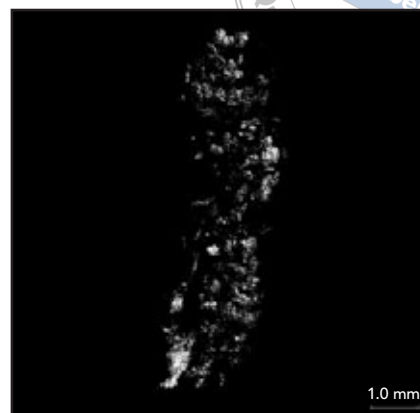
und 7b Mikro-CT-Darstellung des Biopsats von Patient 302 (Gruppe B).
